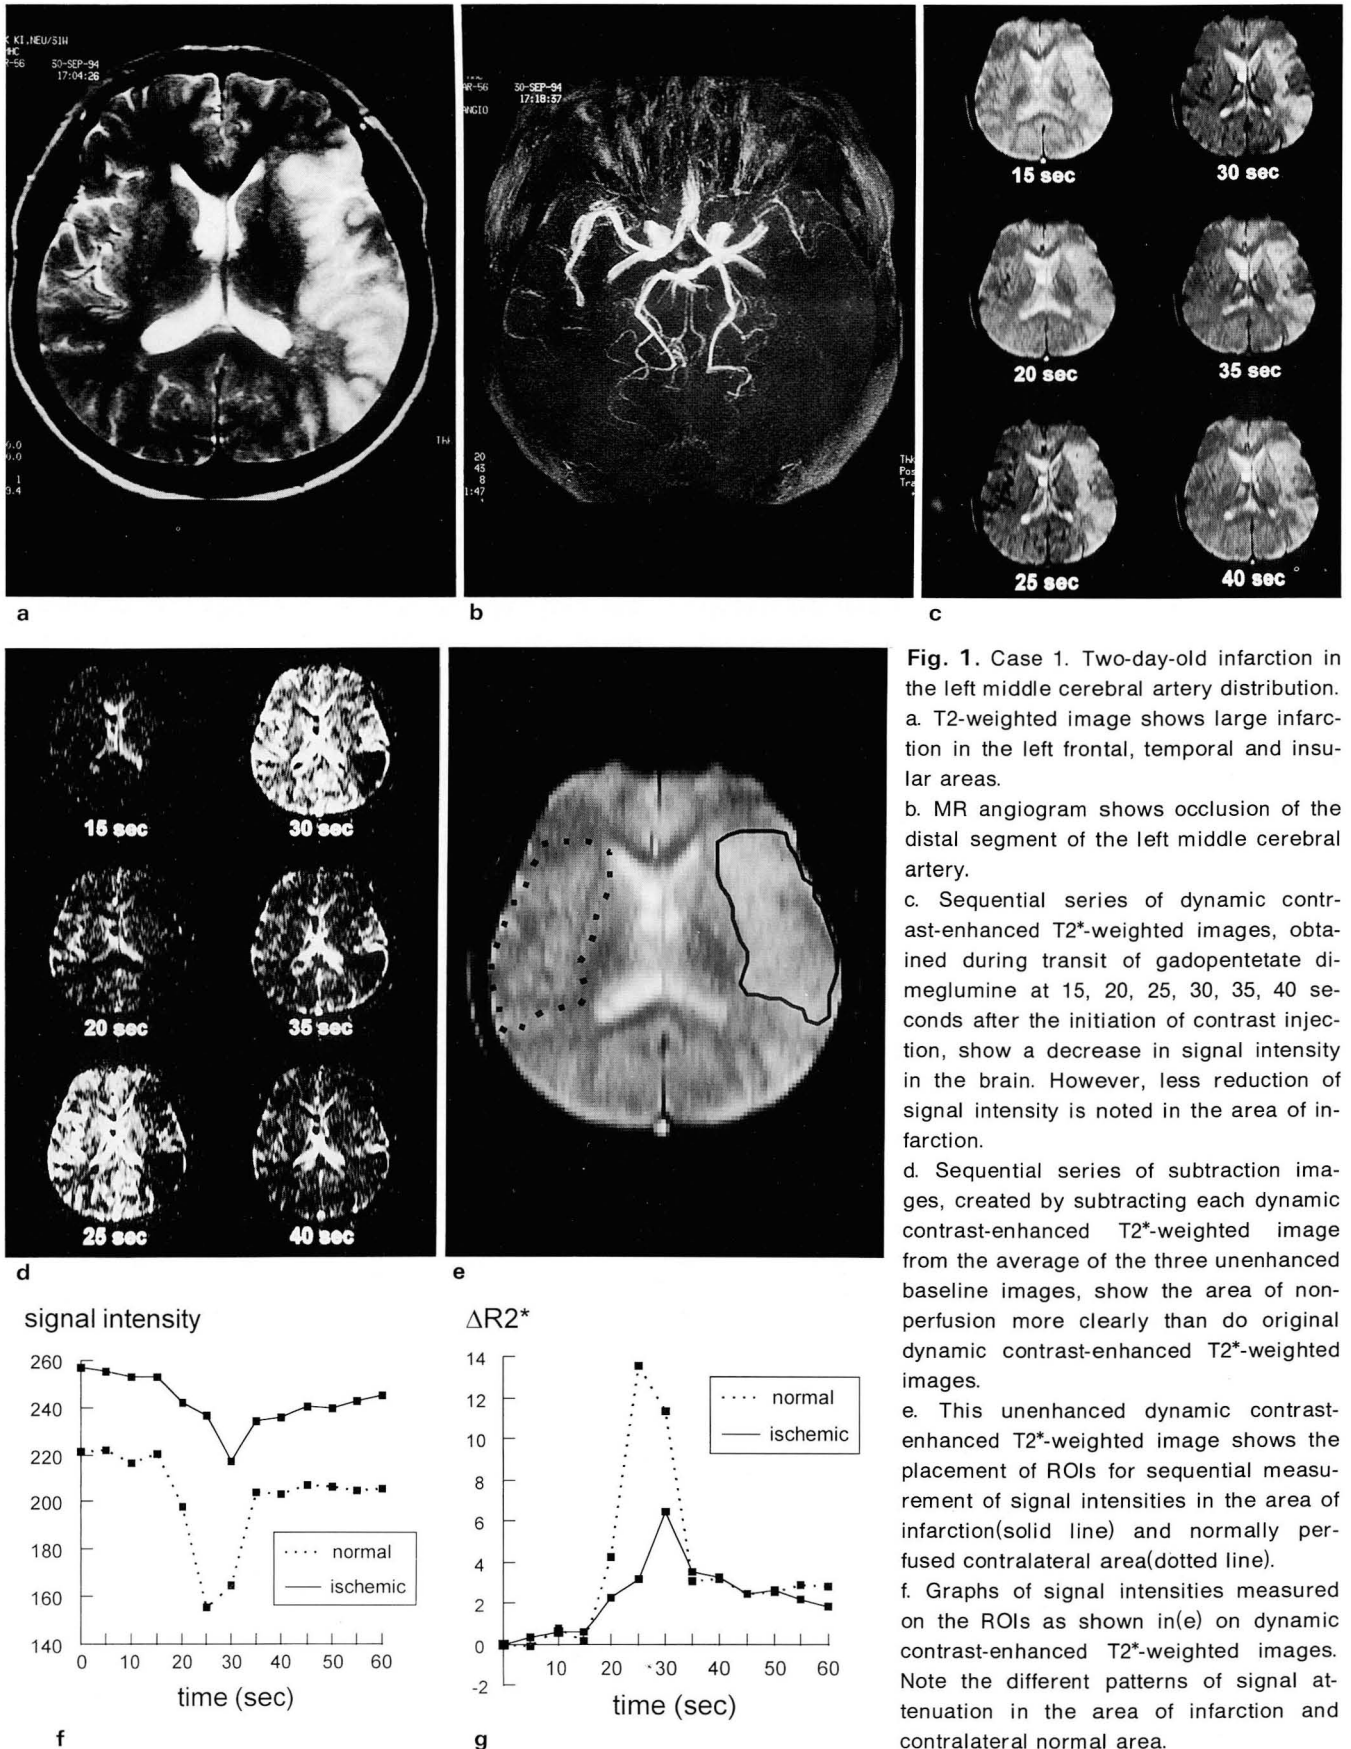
Case 1. Two-day-old infarction in the left middle cerebral artery distribution. a. T2-weighted image shows large infarction in the left frontal, temporal and insular areas.
